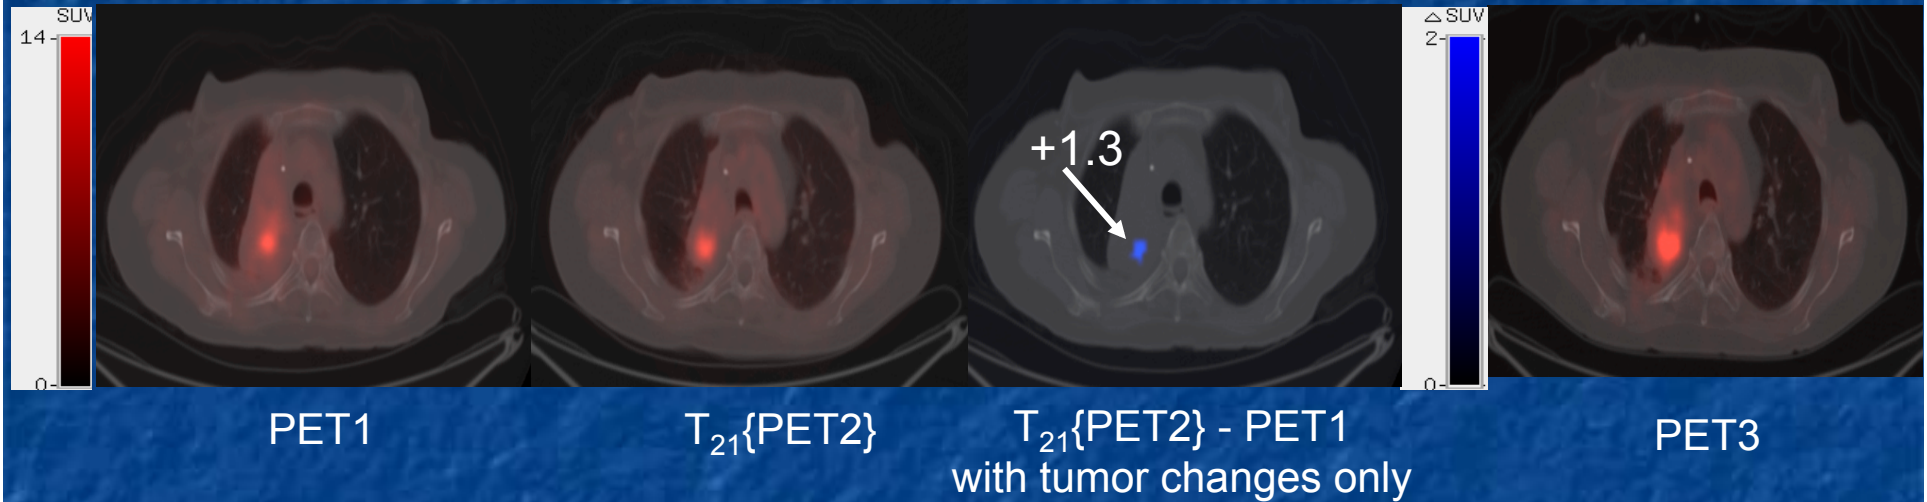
Imagerie paramétrique de l'évolution du métabolisme du glucose en PET
